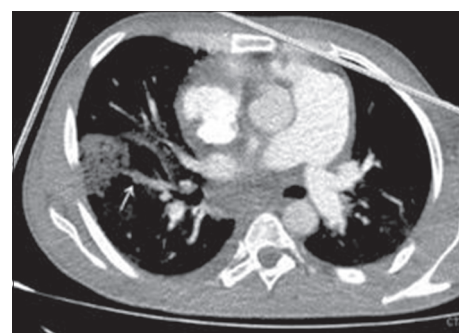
МСКТ-ангиография ЛА
